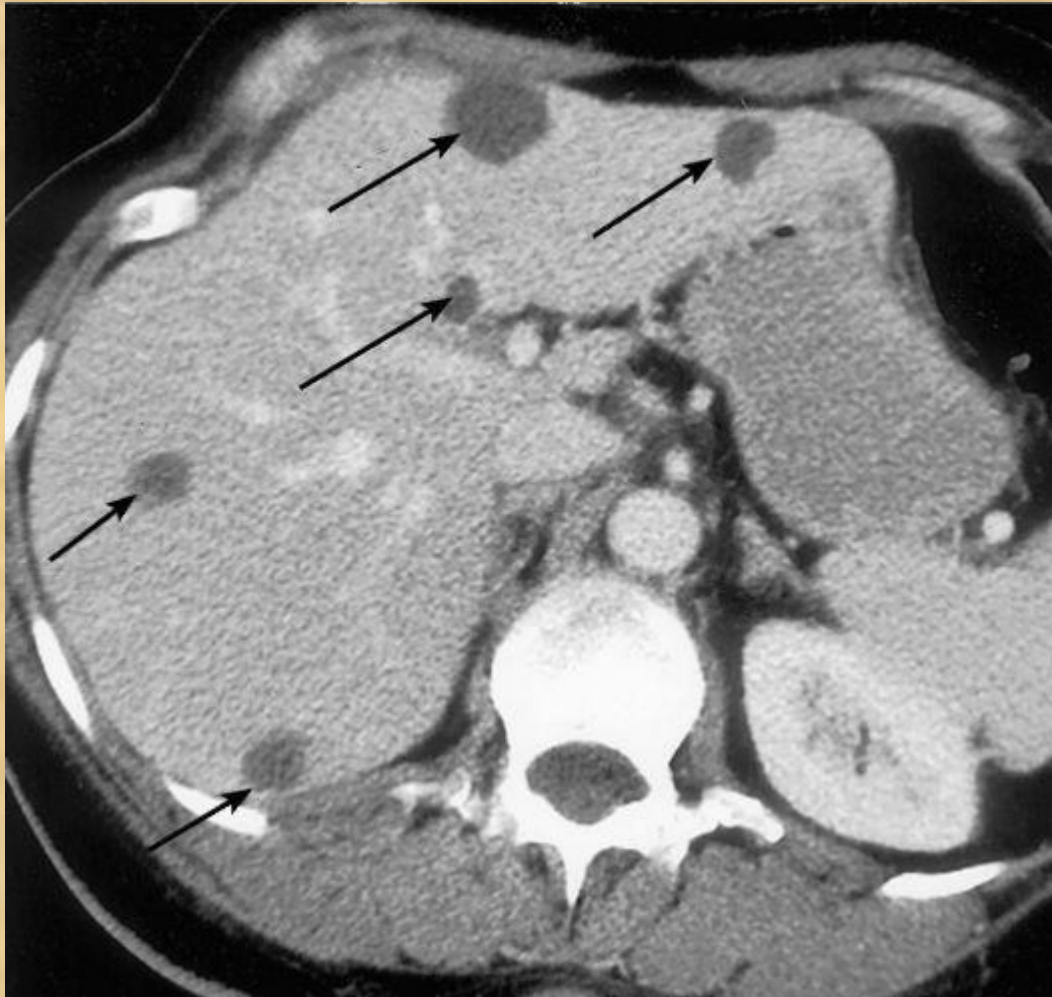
КТ с контрастированием. Множественные врожденные простые кисты печени.
